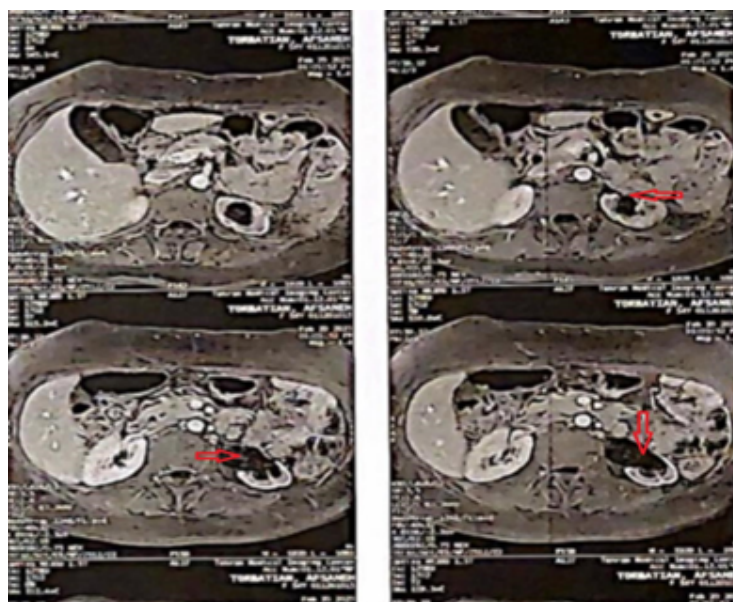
Non-contrast abdominal and pelvic MRI for the second patient
